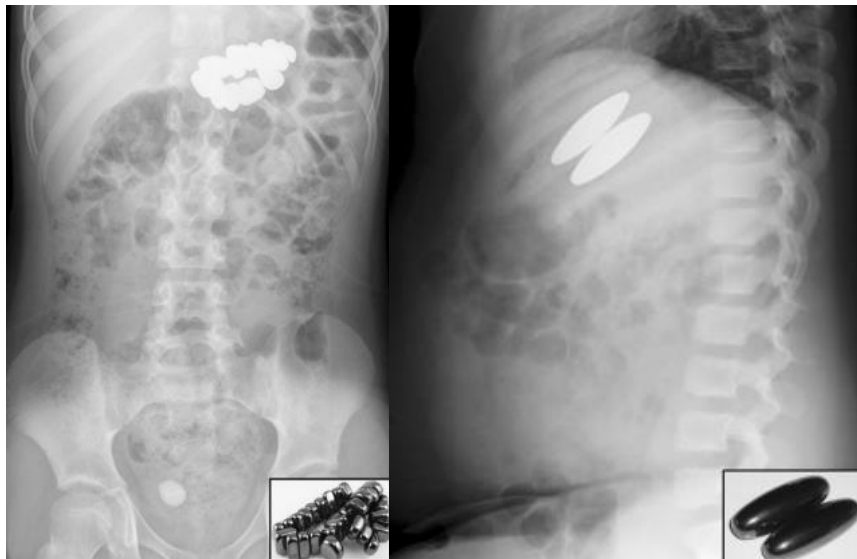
Radiografías de ingestas múltiples de imanes. Obtenidas tras autorización del autor.
